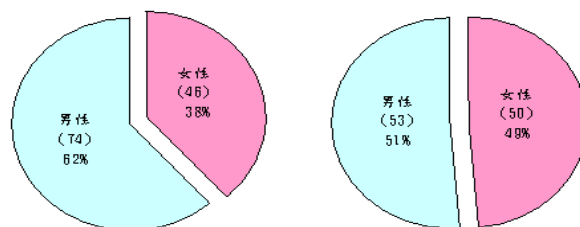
資料集 A、B 的 CT 案例在性別上的分佈差異比較
